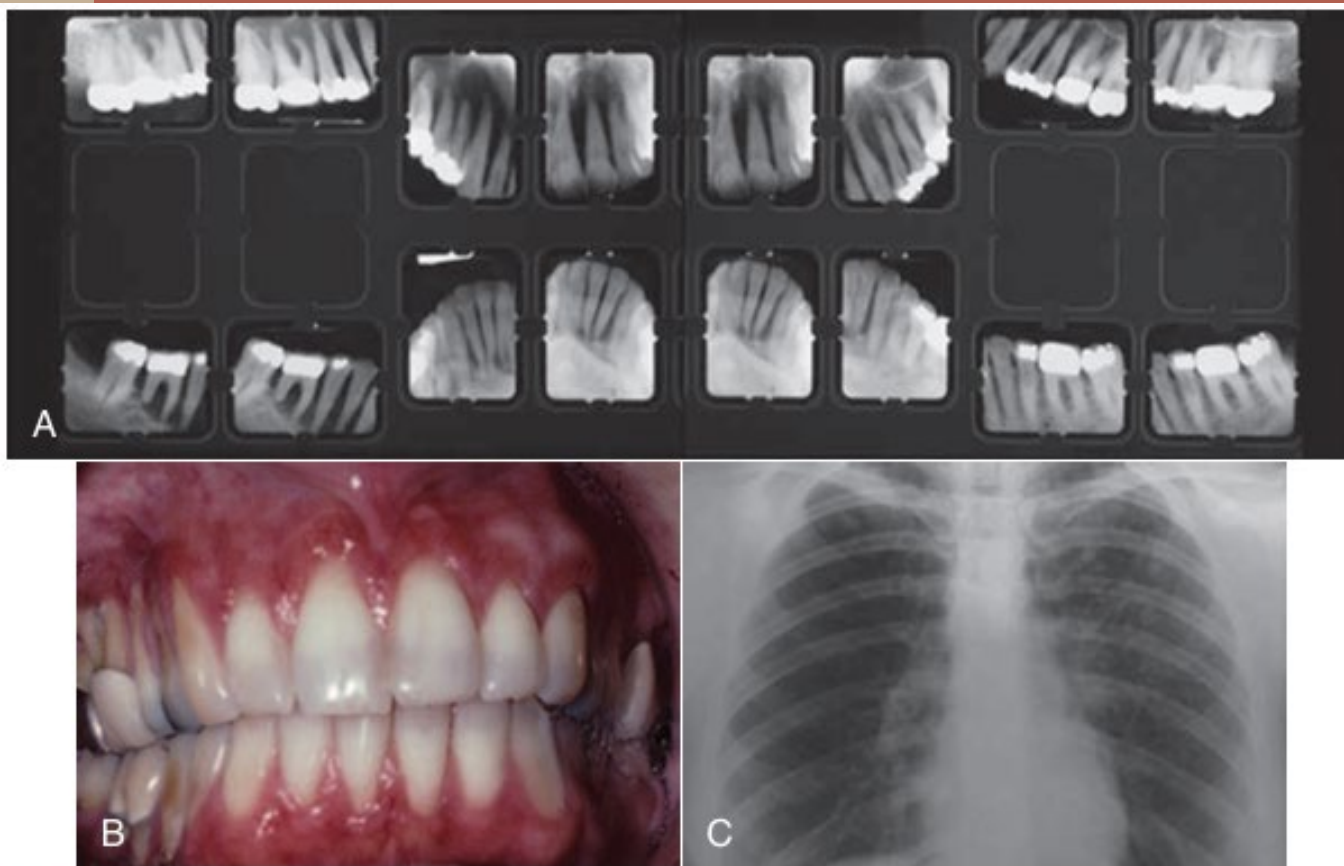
Sarcoidosis pretreatment. (A) Intraoral x-rays depict more extensive bone loss for anterior teeth than clinical attachment loss. (B) Extensive recession plus clinical attachment loss. (C) Pulmonary parenchyma fibrous infiltrate.
